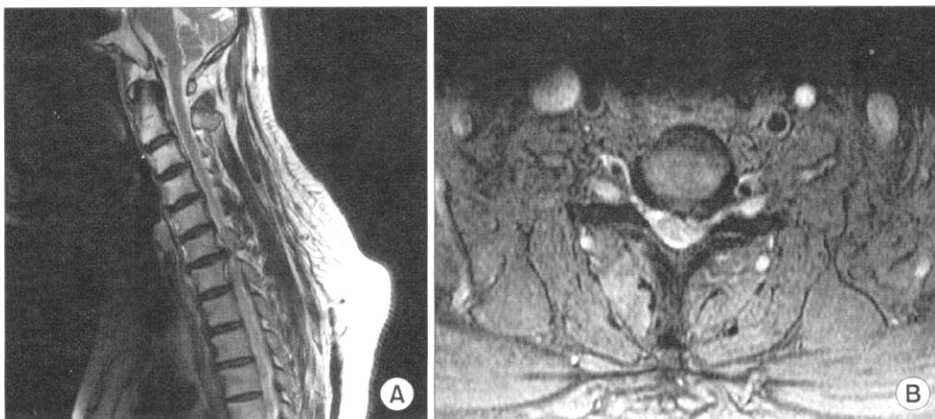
(A) Preoperative sagittal MRI shows left posterolaterally extruded disc on C6-7, posterocentrally extruded disc on C5-6, posterocentrally protruded disc on C4-5, and mild bulging disc of C7-T1. (B) Preoperative axial MRI shows left posterolaterally extruded disc on C6-7 level.
